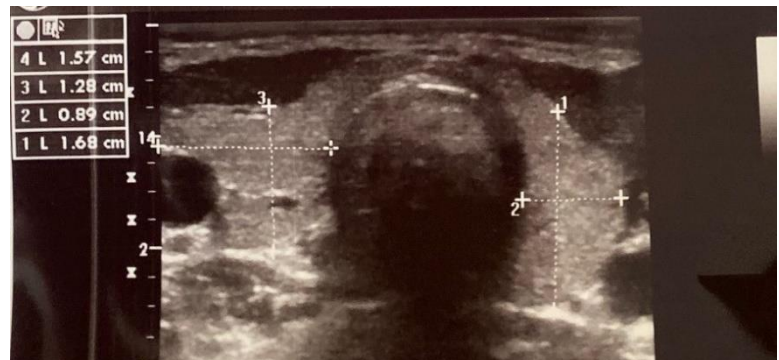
Sonographie einer atrophischen HT-Schilddrüse
